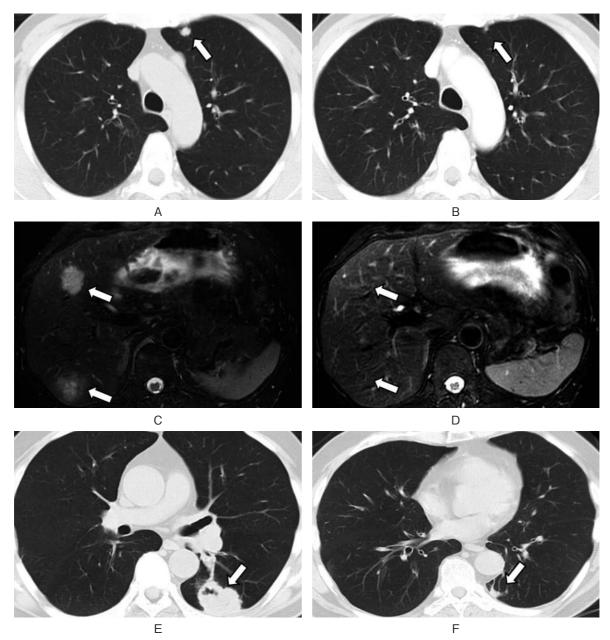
CT and MRI findings of lung and liver metastases. A: Left lung (S3) metastasis after treatment with interferon alfa (white arrow). B: Left S3 tumor disappeared (white arrow) after treatment with sorafenib. C: Multiple liver metastasis after treatment with interferon alfa (white arrow). D: Multiple liver metastatic tumors disappeared (white arrows) after treatment with sorafenib. E: Left S6 tumor had more progressed after treatment with three targeted agents and interferon α (white arrow). F: There is no evidence of disease after surgery.
